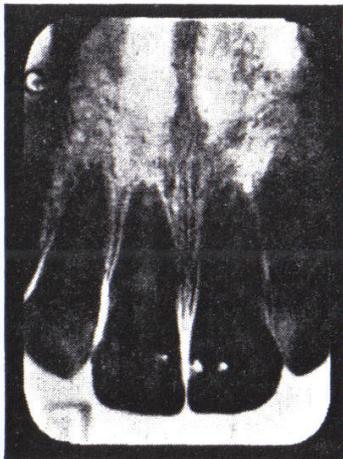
(gehört zu Abb. 436–442). Röntgenaufnahme zum Zeitpunkt nach Ablegen des Kinetors.
